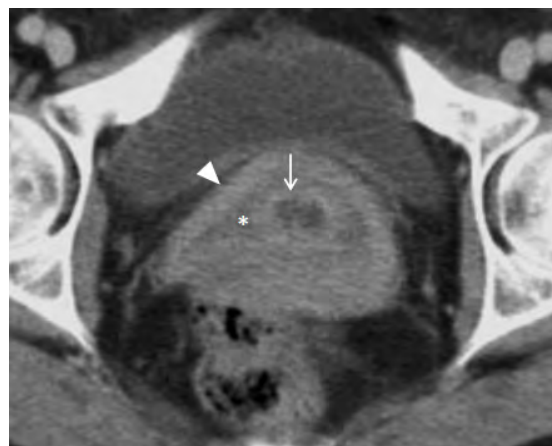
Na TC de seguimento de examinada de 52 anos com antecedentes de Melanoma Cutâneo Maligno, observa-se no plano axial em tempo venoso portal (aos 70 segundos) normal apresentação do colo do útero, com morfologia em alvo resultante da capturação circunferencial interna e intensa da mucosa cervical (seta), rodeada por uma capturação de contraste menos intensa da camada fibromuscular interior do estroma cervical (asterisco), seguida de uma camada de maior capturação correspondente à camada fibromuscular exterior do estroma cervical (triângulo).
